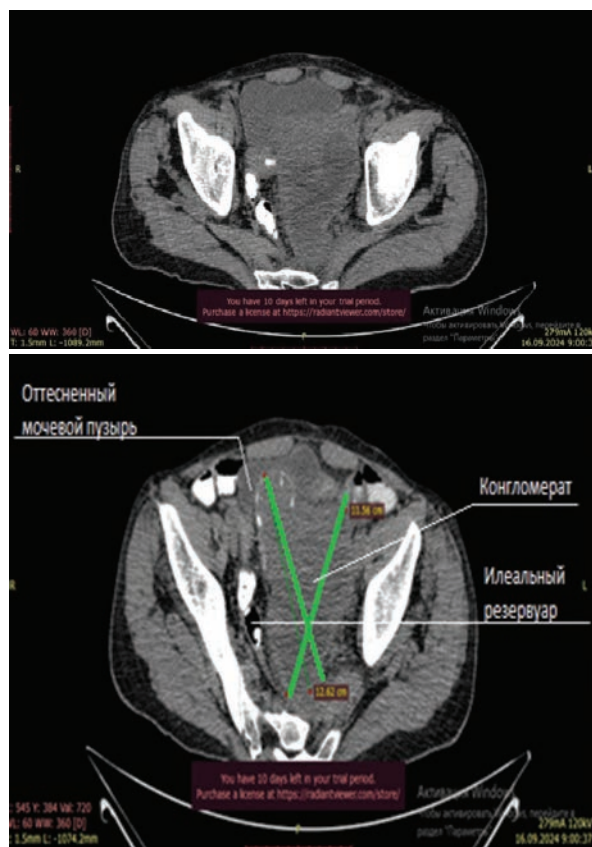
СКТ-грамма органов брюшной полости и малого таза
